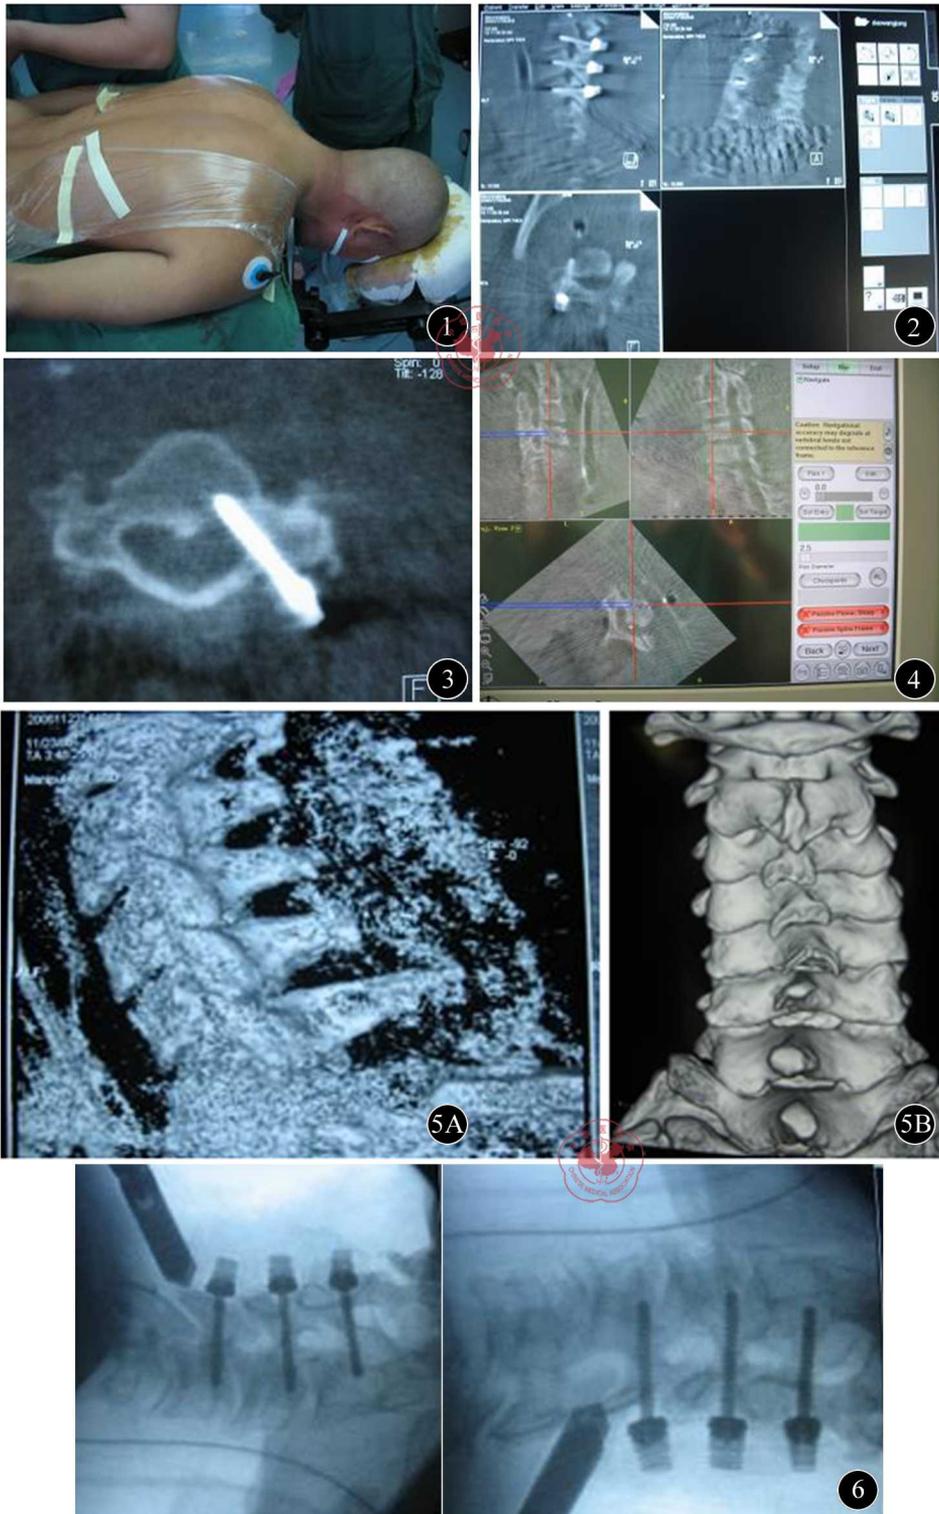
患者的体位: 俯卧位, 卧于可透视床上, 维持颈椎中立位, 并将双上肢尽量下拉固定于身体两侧 图2 术中用Iso-3D C型臂印证椎弓根钉的位置, 图像清晰, 可从矢状面和水平面看到椎弓根钉完全位于椎弓根内, 为一类螺钉 图3 Iso-3D C型臂的3D成像示螺钉穿透椎弓根皮质 $>1\text{ mm}$, 但不需要翻修, 为二类螺钉 图4 术中导航系统可实时显示椎弓根探针所在位置, 如图所示探针位置理想, 完全处于椎弓根内 图5 5A为Iso-3D C型臂的3D成像, 5B为CT的三维成像, 可看出差别较大 图6 Iso-3D C型臂可获取360°的二维图像, 可从不同的角度观察钉子的位置
